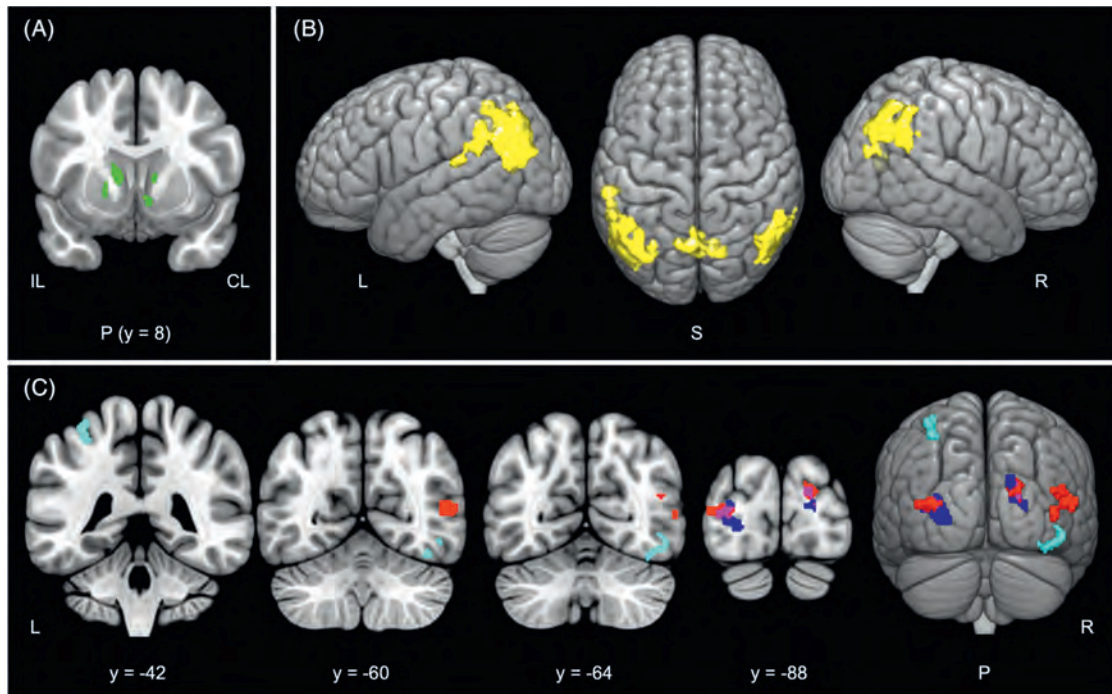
GBA多様体(バリエント)保有者における代謝および機能的結合の低下。(A)¹⁸F-FDopa取り込み(3次元画像, テンプレート: y = 8), (B)¹⁸F-FDG取り込み, (C)機能的結合解析(赤色=左尾状核をシードとする, 濃青色=右尾状核をシードとする, 紫色=重複, 薄青色=右側坐核をシードとする)におけるボクセル単位の群間比較で確認されたクラスター。CL = 対側, IL = 同側, L = 左, P = 後部, R = 右, S = 上部。
